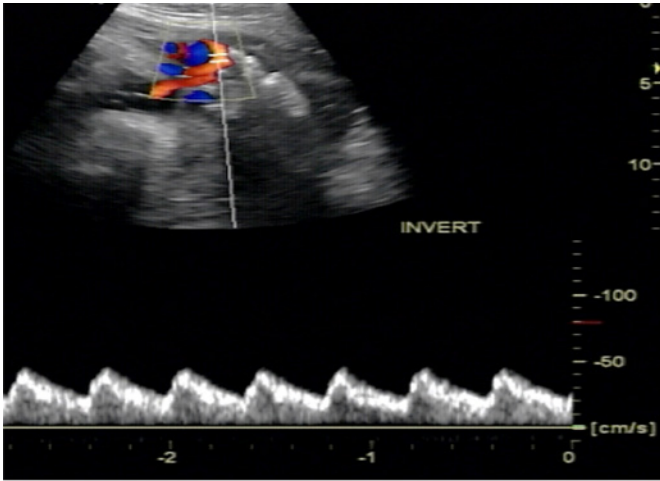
Doppler obstétrico evidenciando una arteria umbilical normal. Fuente: Clínica Fértil
